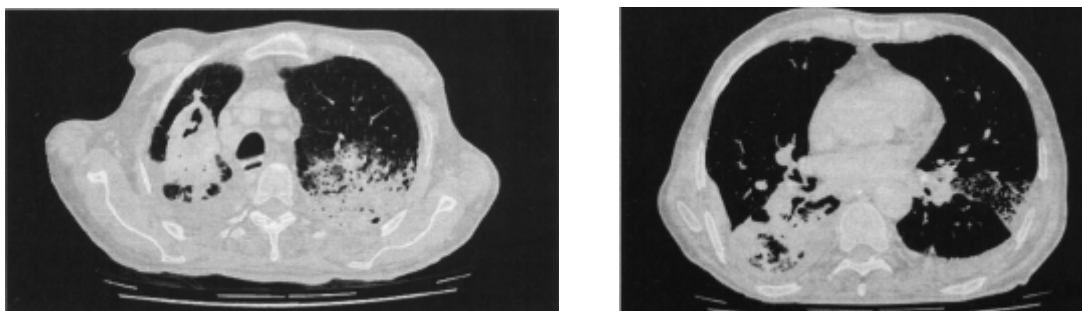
TAC de tórax correspondiente al paciente nº 1. Imagen cavitada periférica en el LSD.
